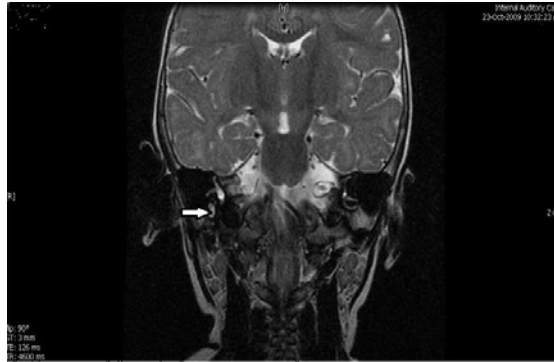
Resonancia magnética del cerebro que muestra hiperintensidad del nervio facial derecho (cabeza de flecha abierta) en el segmento mastoideo.¹⁸
